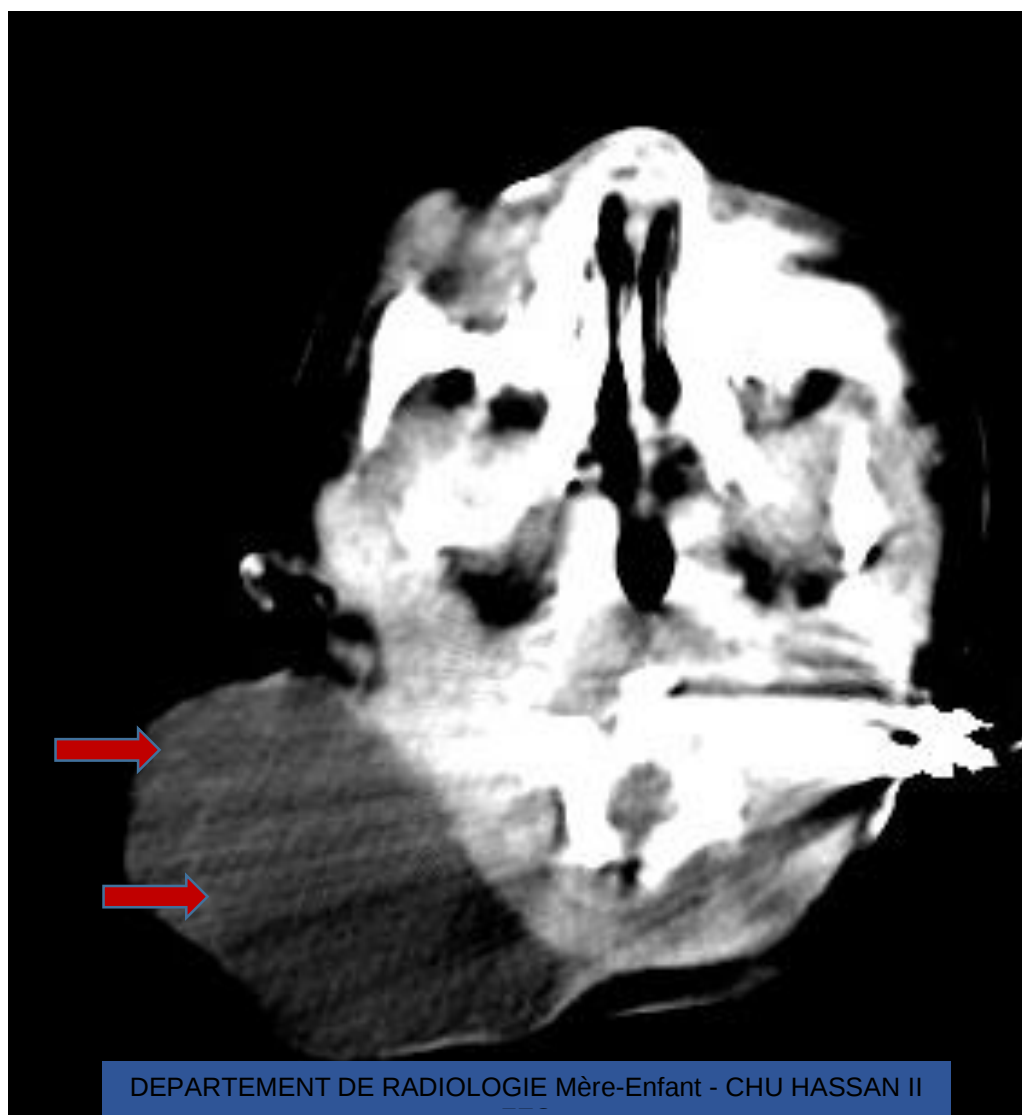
TDM cervicale en coupe axiale montrant la même masse sus-décrite.
